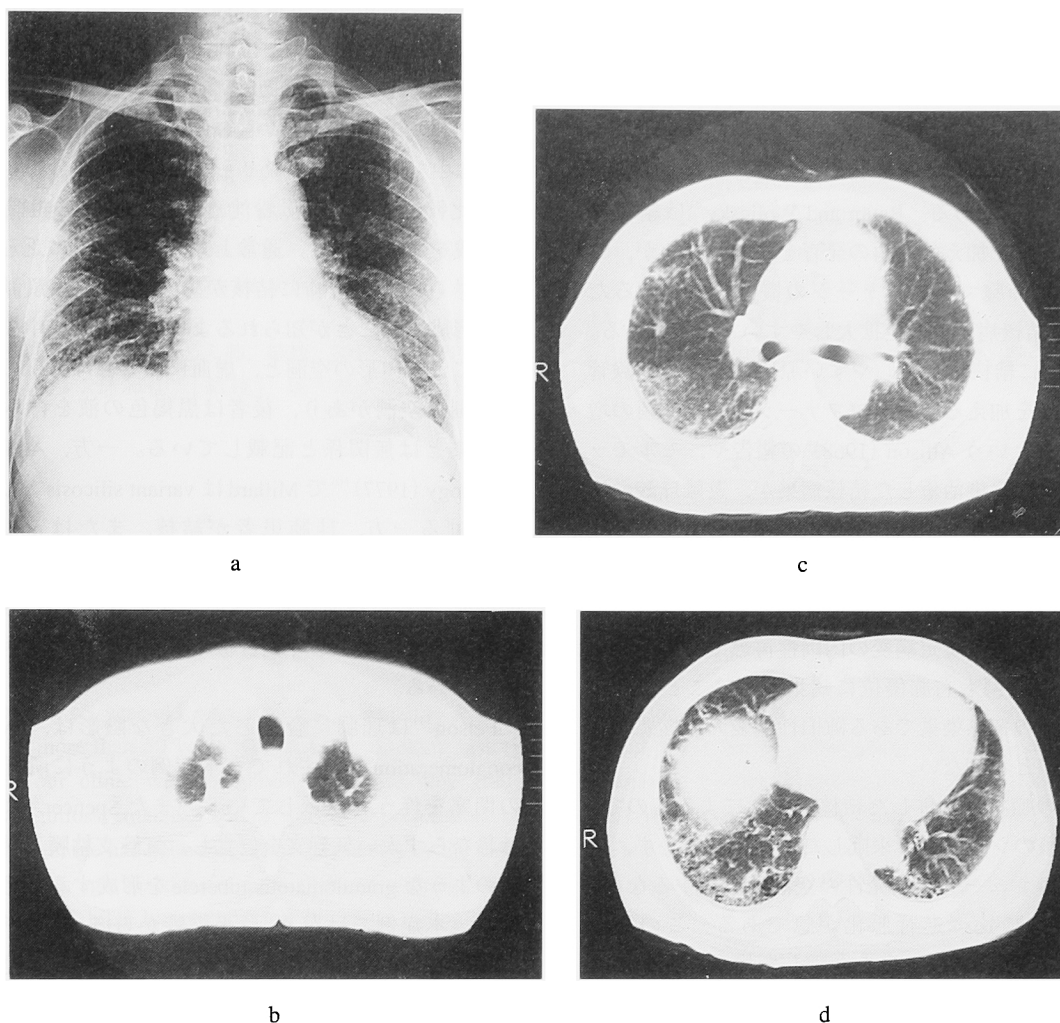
Chest radiograph and CT scan obtained after one and a half years of antituberculous chemotherapy showing marked decrease in density on both lung fields (a), complete closure of the reactivated cavity in the right apex (b), complete closure of multiple cavities (c), and minimum fibrosis were remaining on the site of conglomeration of the left S¹⁰ and fibrosis of the right lower lung field (d).
